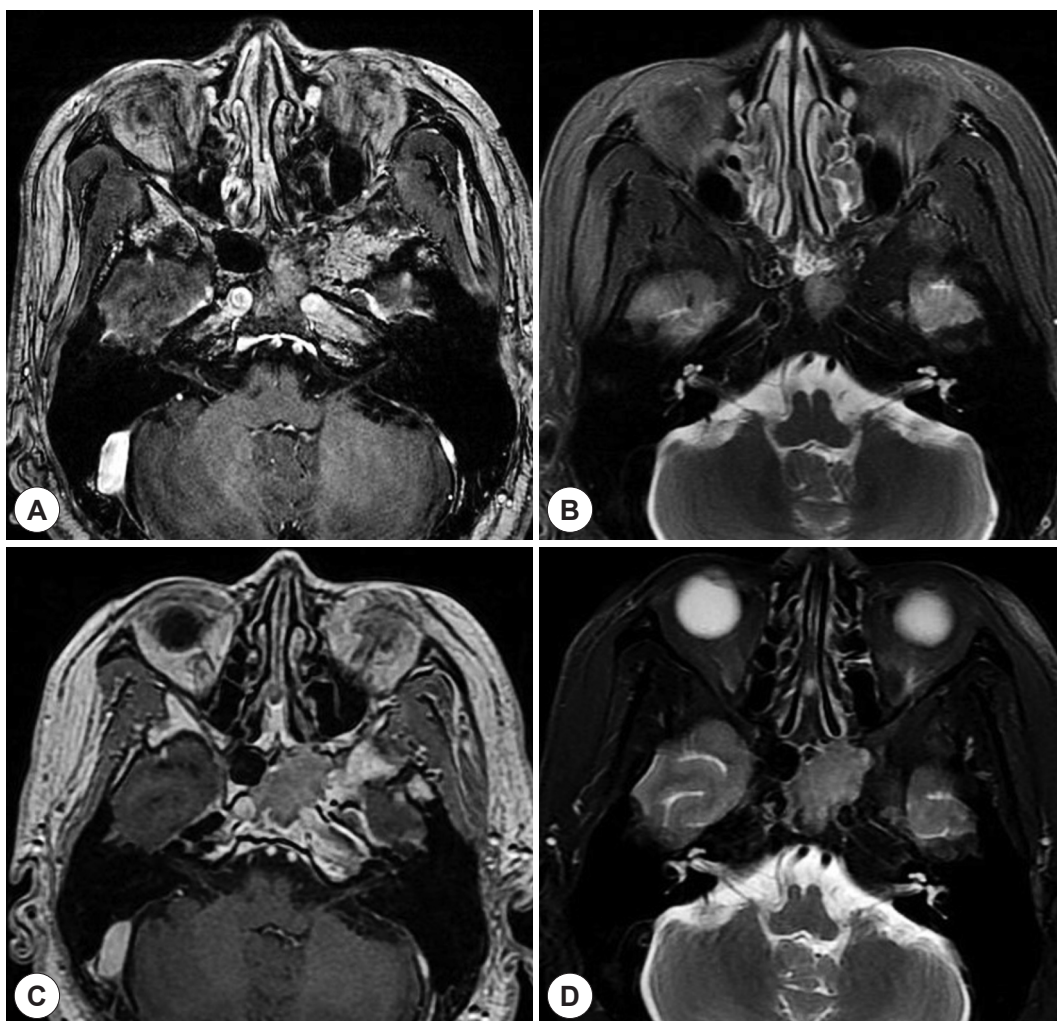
Post-operative brain magnetic resonance images (MRI). A: Post-operative 5 years Axial view of T1 enhanced brain MRI shows that intermediate signal intensity in left sphenoid sinus with homogenous enhancement, after that, patient had received radiotherapy for recurrent pituitary adenoma. B: Axial T2-weighted imaged. C: Post-operative 11 years Axial view of T1 enhanced brain MRI shows that intermediate signal intensity in left sphenoid sinus and increasing in size compared to previous findings. D: Axial T2-weighted imaged.
